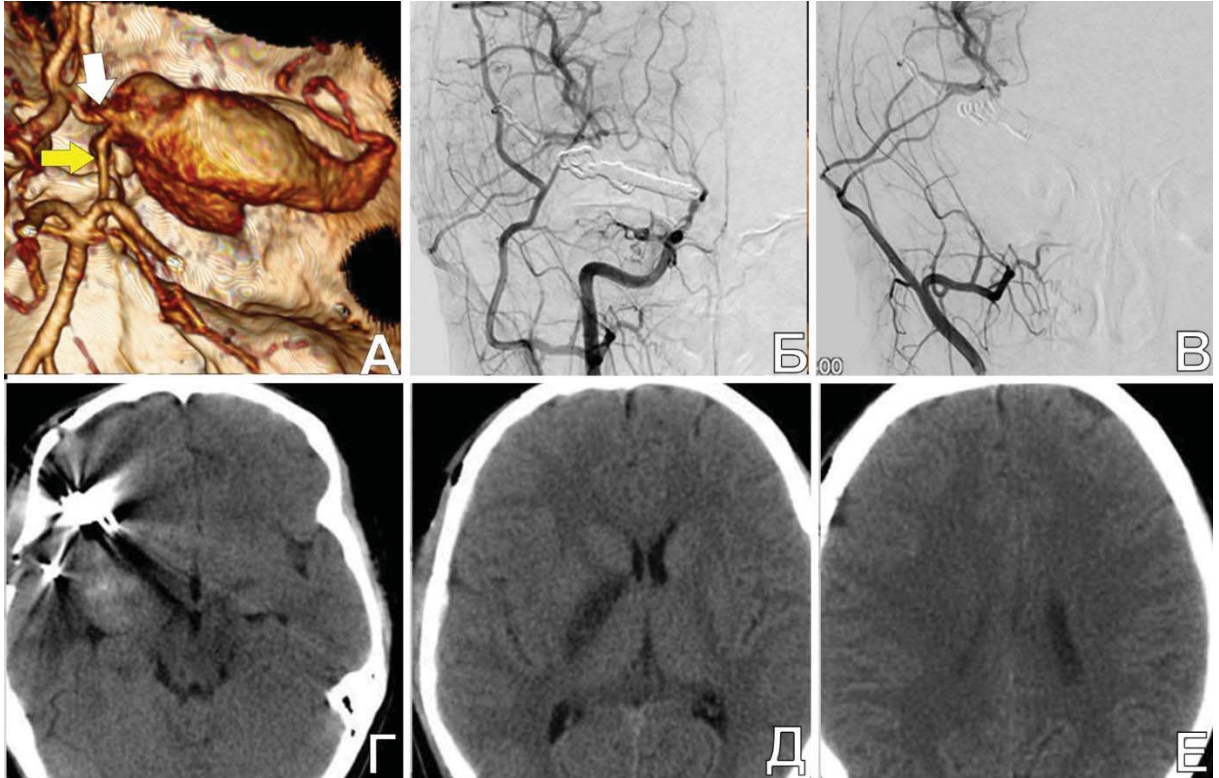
Треппинг гигантской ЧТА после создания двуствольного ЭИКМА у пациентки М., 12 лет. А. КТА (3D) до операции: определяется контрастируемая часть гигантской аневризмы. Желтой стрелкой указана задняя соединительная артерия, дистальнее которой от ВСА начинается аневризма. Белой стрелкой обозначен А1-сегмент, выходящий из аневризмы; Б. послеоперационная ангиография из общей сонной артерии справа: видно, что ВСА кровоснабжается только до задней соединительной артерии; В. послеоперационная ангиография из НСА справа: отмечается хорошее контрастирование двух ветвей ПВА и анастомозов с ветвями СМА; Г. КТ базальных отделов головного мозга п/о: артефакты от клипсов и часть тромбированной аневризмы; Д. КТ средних отделов головного мозга п/о: зона ишемии в подкорковых узлах; И. КТ верхних отделов головного мозга п/о: признаков ишемии не отмечается
